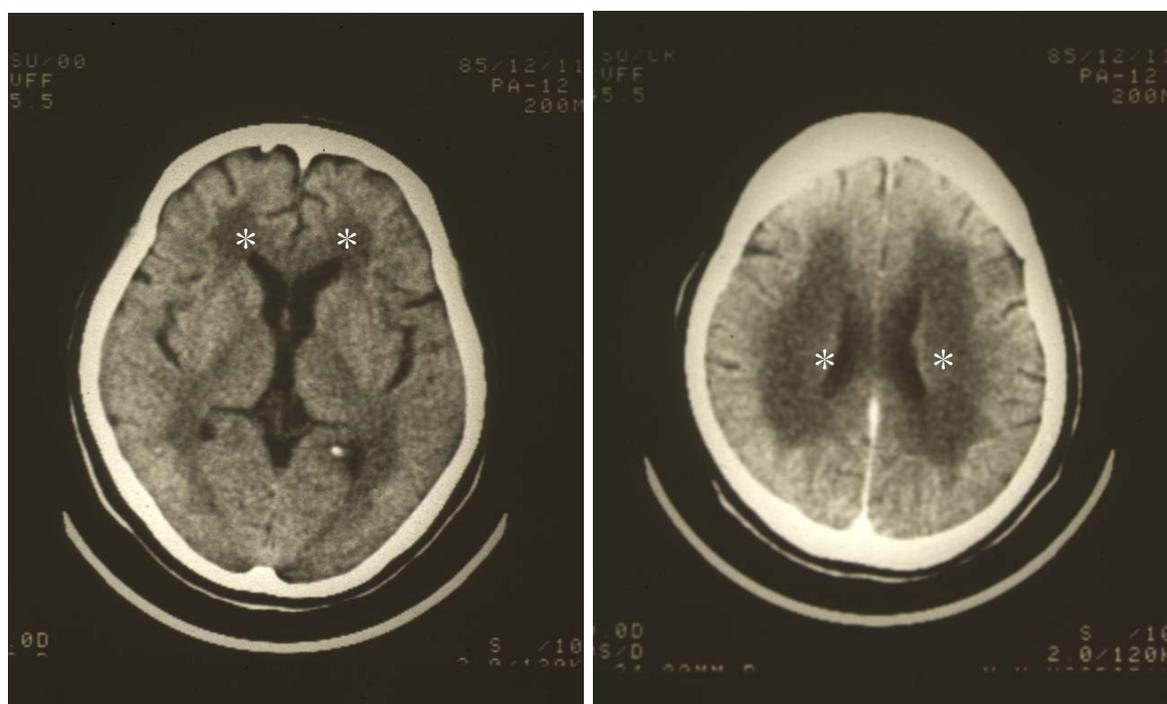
カルモフル脳症の極期の頭部 CT 画像
